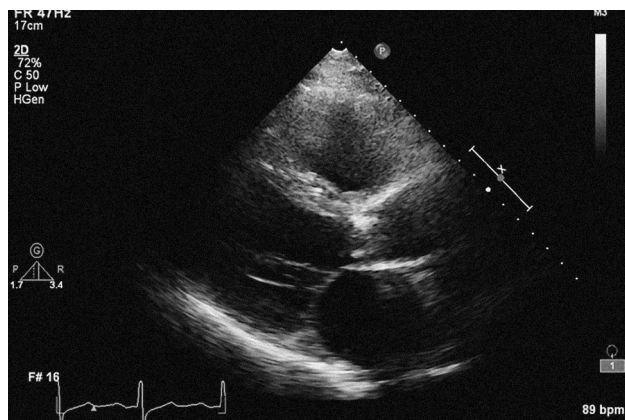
Трансторакальное эхокардиографическое исследование до операции: выраженный кальциноз привел к полной иммобилизации створок аортального клапана.
